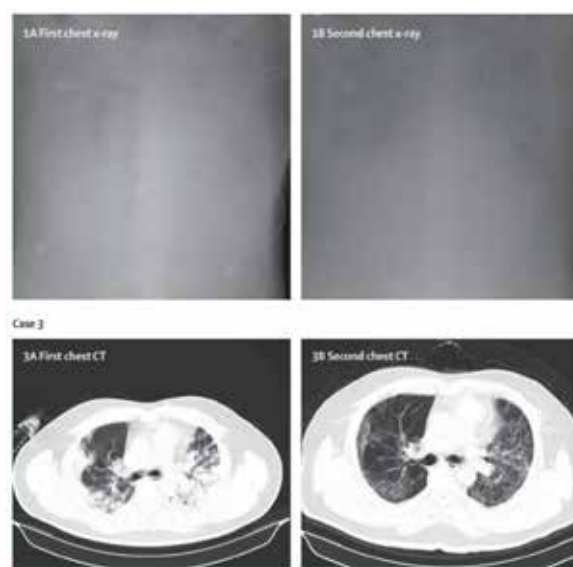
Radiographs of the Father's Chest.
